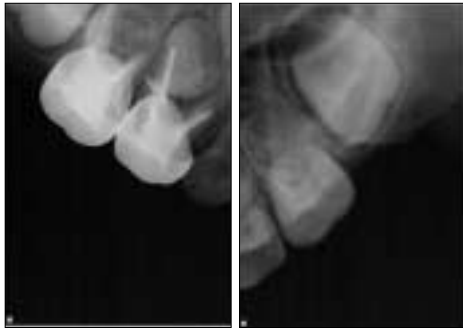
Postoperative periapical radiographic views.
